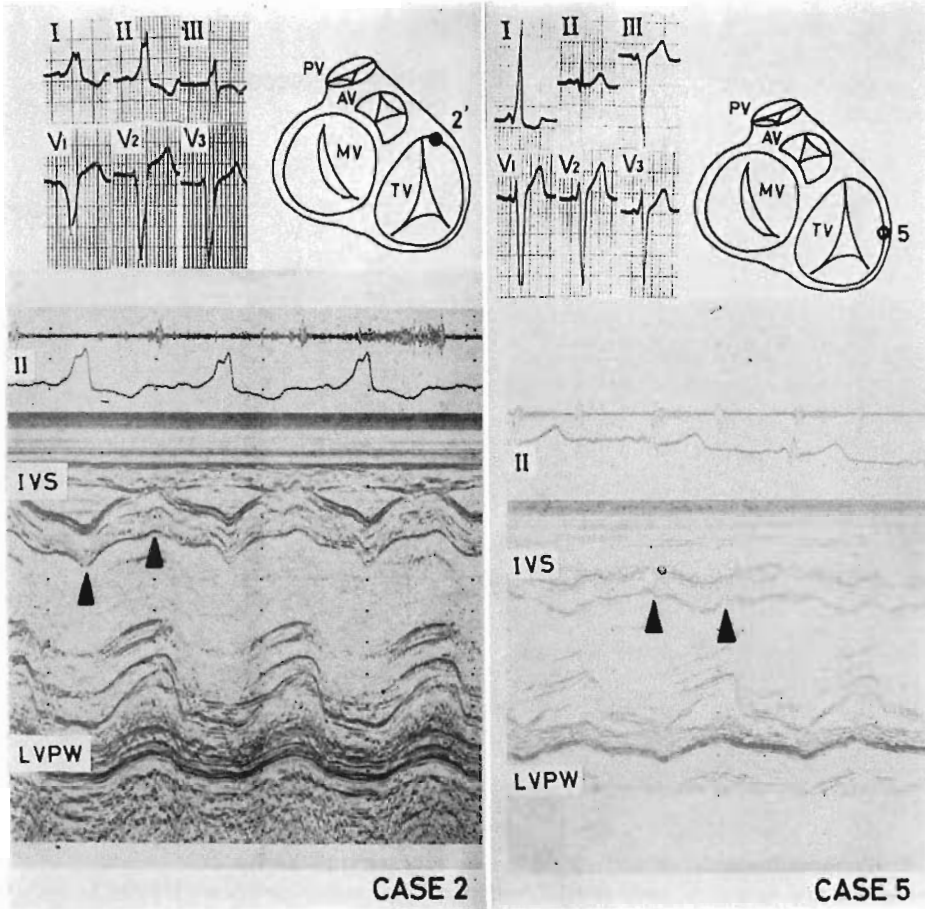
Echocardiograms of Case 2 (left) with accessory pathway in the right anterior wall and Case 5 (right) with accessory pathway in the right free wall.
